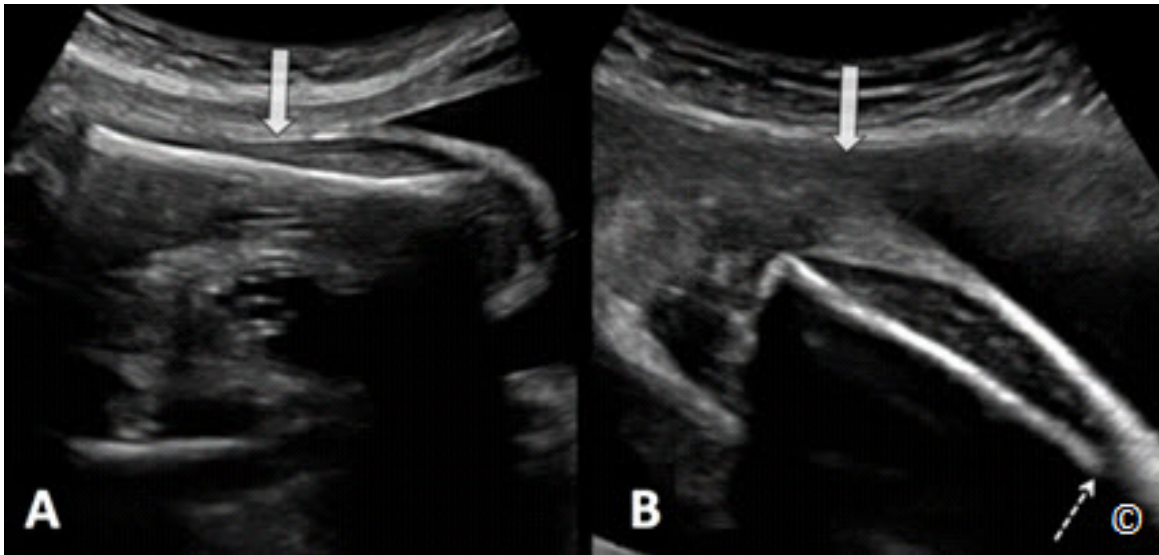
A y B: Imagen ecográfica de un fémur en vista longitudinal. En A, el fémur se encuentra en el centro de la imagen permitiendo la formación de imagen óptima de sus fronteras. En B, la parte distal del fémur se encuentra en la parte lateral de la imagen y logra una resolución reducida (flecha rota). La flecha continua muestra la dirección del haz de ultrasonidos.
